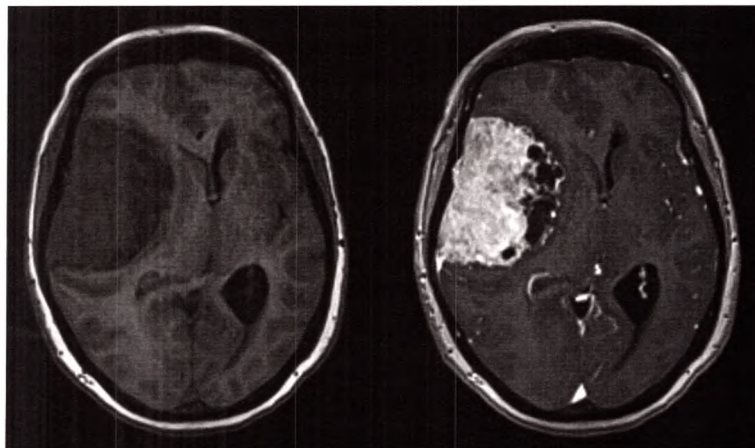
C IRM sans puis avec injection, montrant le rehaussement intense d'une tumeur extraparenchymateuse à contact méningé. Méningiome.
